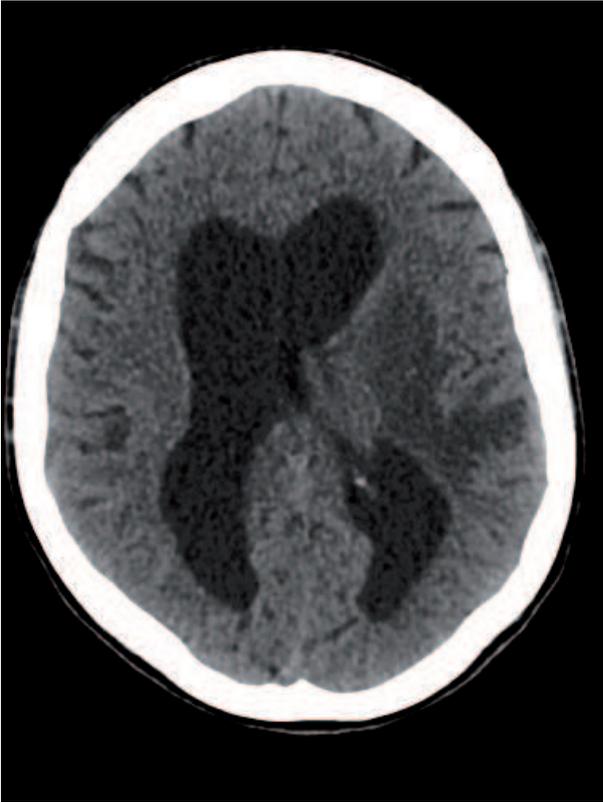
Данные СКТ головного мозга больной К. при поступлении в отделение
